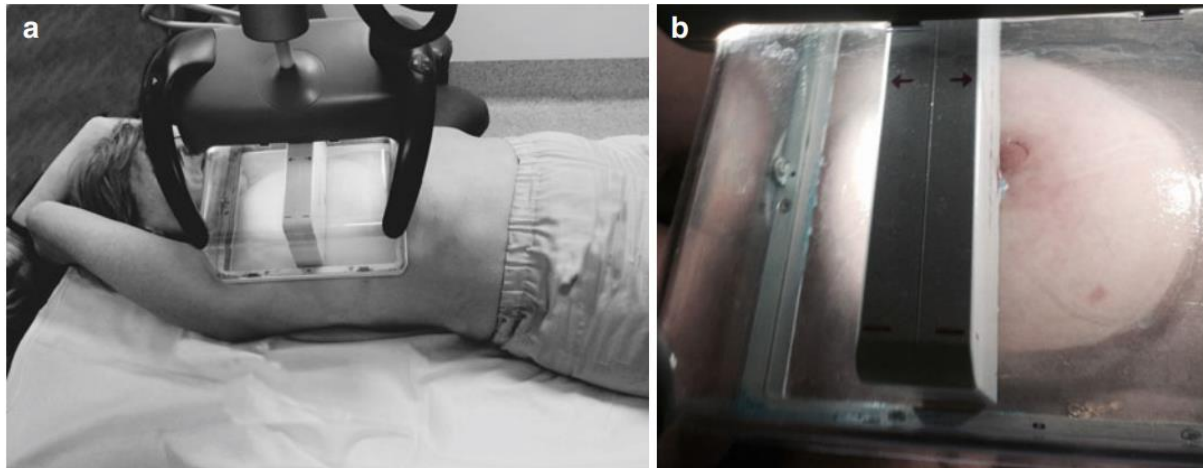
Moderni tip supiniranog kompresijskog ABUS uređaja, Siemens ACUSON S200 ABVS. Preuzeto s: Gazhonova V. 3D Automated Breast Volume Sonography A Practical Guide. 1. Moskva: Springer International Publishing; 2017. 122 str.
